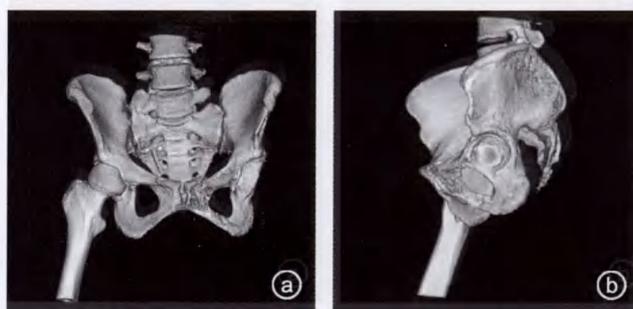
螺旋 CT 三维重建图提示患者左髋关节离断, 左髋骨骨质破坏, 左侧耻骨联合处有不规则缺损。a. 正位片; b. 侧位片
